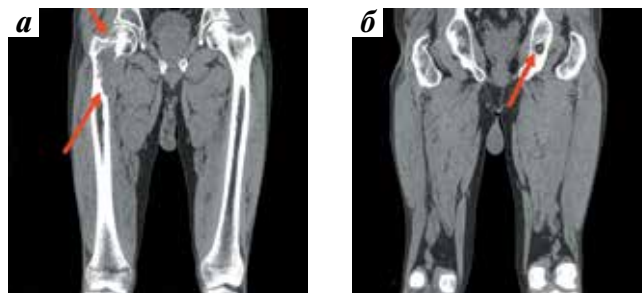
Компьютерная томография костей таза до лечения: а – метастаз в верхней трети правого бедра (стрелки); б – метастаз в левой седалищной кости (стрелка)
